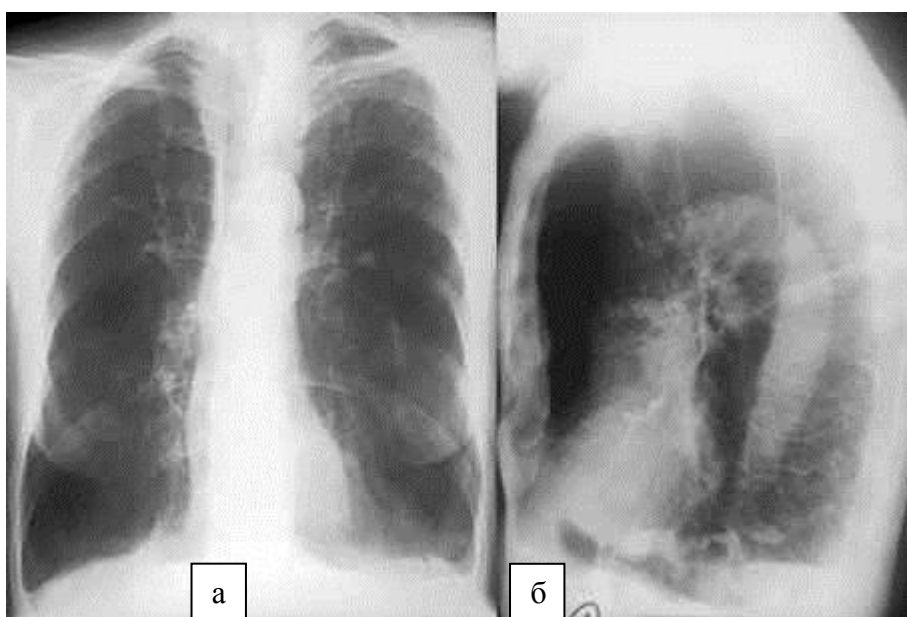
Обзорные рентгенограммы легких в прямой (а) и боковой (б) проекциях. Бочкообразная деформация грудной клетки, расширение межреберных промежутков, низкое стояние куполов диафрагмы. Увеличение размеров легочных полей. Обеднение легочного рисунка. Эмфизема легких
